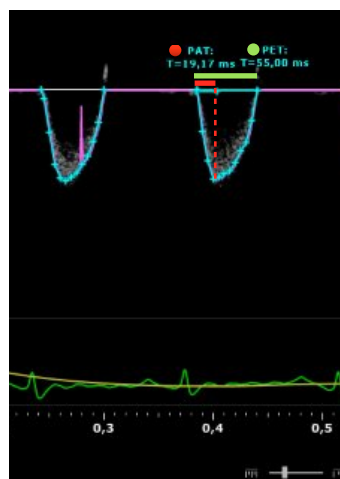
Repräsentative echokardiographische Bestimmung der PAT und PET.
